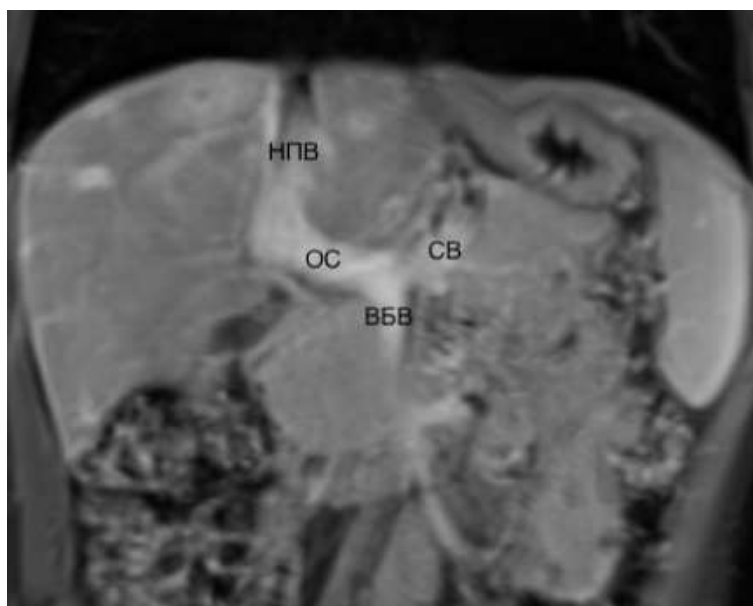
Пациентка Г., 11 лет, с мальформацией Абернети, 1b тип. МРТ в коронарной проекции. T1vibe с динамическим контрастным усилением, венозная фаза. Визуализируется слияние верхней брыжеечной (ВБВ) и селезеночной вен (СВ) с образованием общего венозного ствола (ОС) и последующим впадением его в нижнюю полую вену (НПВ).
